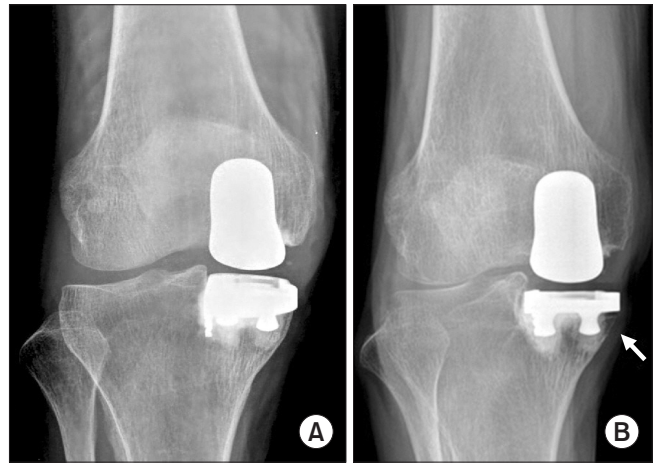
(A) Antero-posterior radiograph of the right knee of a 76-year old female who underwent unicompartmental knee arthroplasty using Miller-Galante (Zimmer) implants postoperatively 2 weeks. (B) Postoperative radiograph taken 7 years after Miller-Galante unicompartmental knee arthroplasty. A radiolucent line was observed in the medial tibial condyle (arrow).
